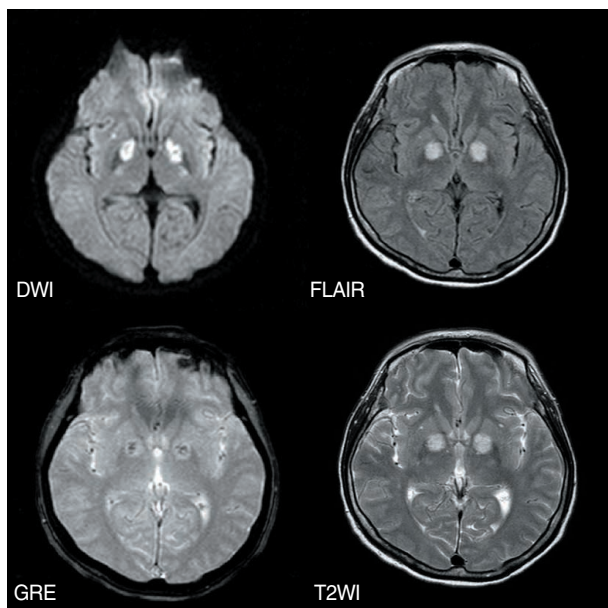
The magnetic resonance imaging (MRI) of the patient shows high signal intensities in the bilateral globus pallidus.
